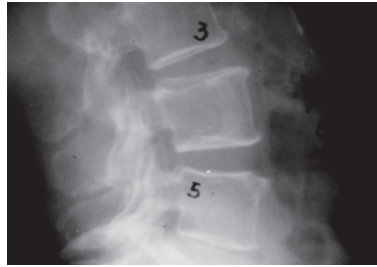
A avaliação atenta da radiografia de perfil demonstra uma lesão na parte posterior da vértebra com contorno bem delimitado.
